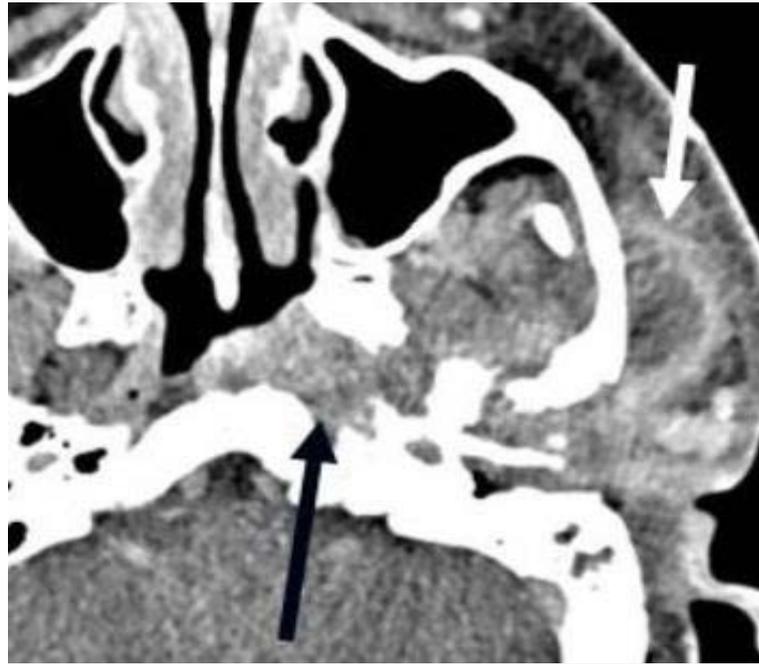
TDM coupe axiale avec injection de produit de contraste. OEN avec extension antérieure au nasopharynx (flèche noire) et présence d'un abcès au niveau de l'espace masticatoire dans le muscle masséter (flèche blanche). [32]
